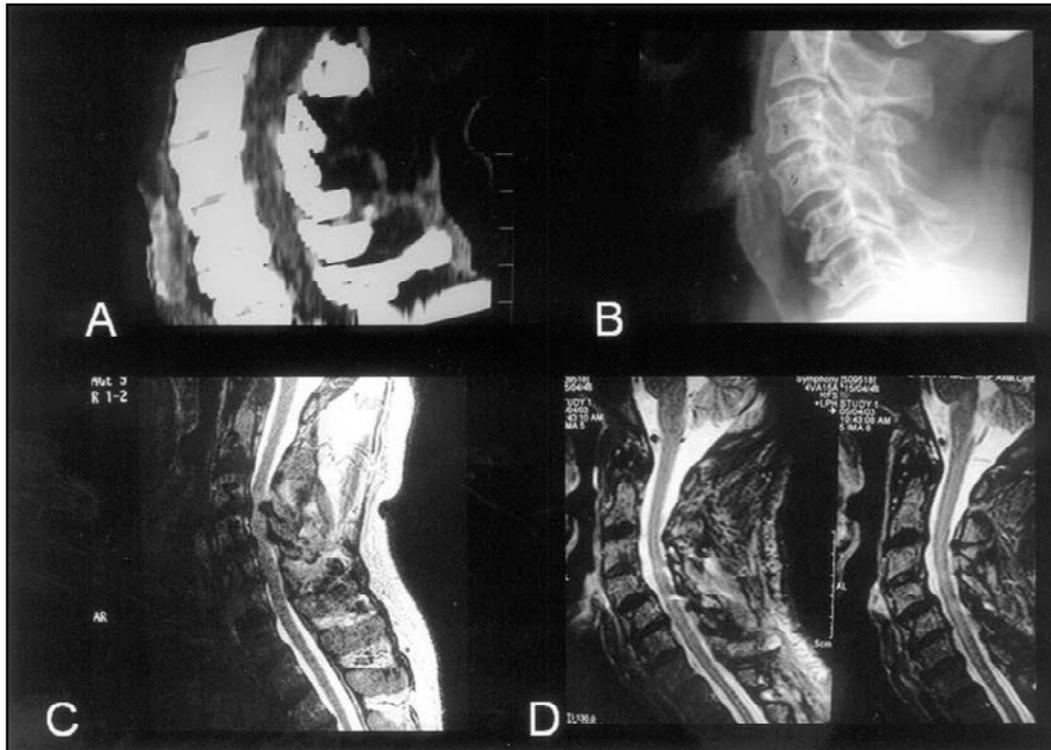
Imagens por tomografia computadorizada sagital pré-operatória (A) e radiografia simples em perfil pós-operatória (B), demonstrando, respectivamente: estenose do canal vertebral cervical por espondiloartrose e expansão do mesmo após a laminoplastia. Imagens por ressonância magnética ponderadas em T2, pré (C) e pós-operatória (D), evidenciando, consecutivamente, estreitamento acentuado do canal vertebral ocasionado pela espondiloartrose cervical e seu alargamento após laminoplastia expansiva.
